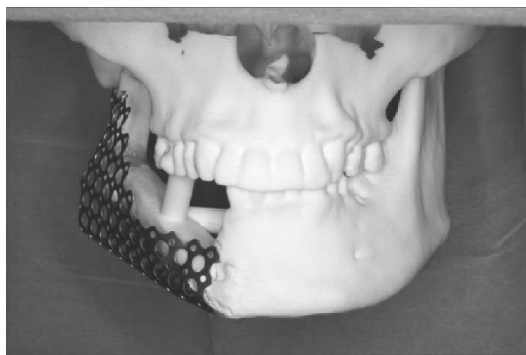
術前に撮影したCTデータから作成した顎骨3次元モデルを用いあらかじめメッシュトレーを目的とする形態に整形する。
